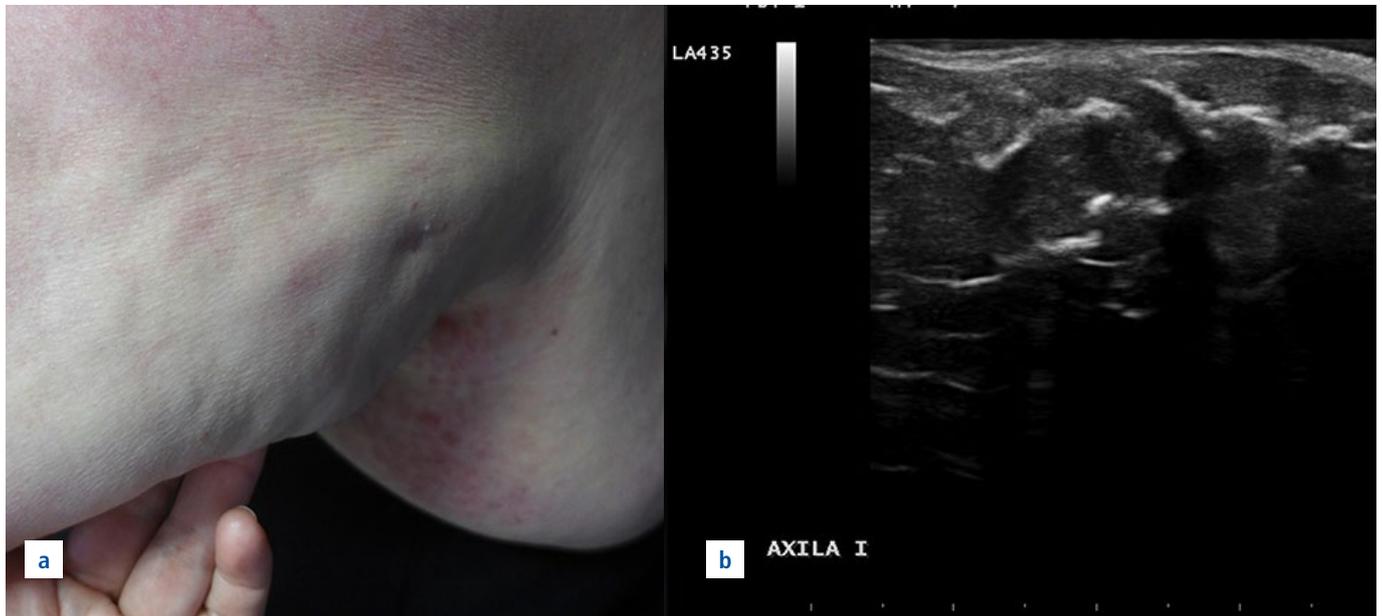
a) Tumoraciones subcutáneas duras a la palpación, localizadas a nivel del brazo izquierdo. b) Diversas estructuras hiperecogénicas que dejan sombra posterior en la ecografía cutánea.
